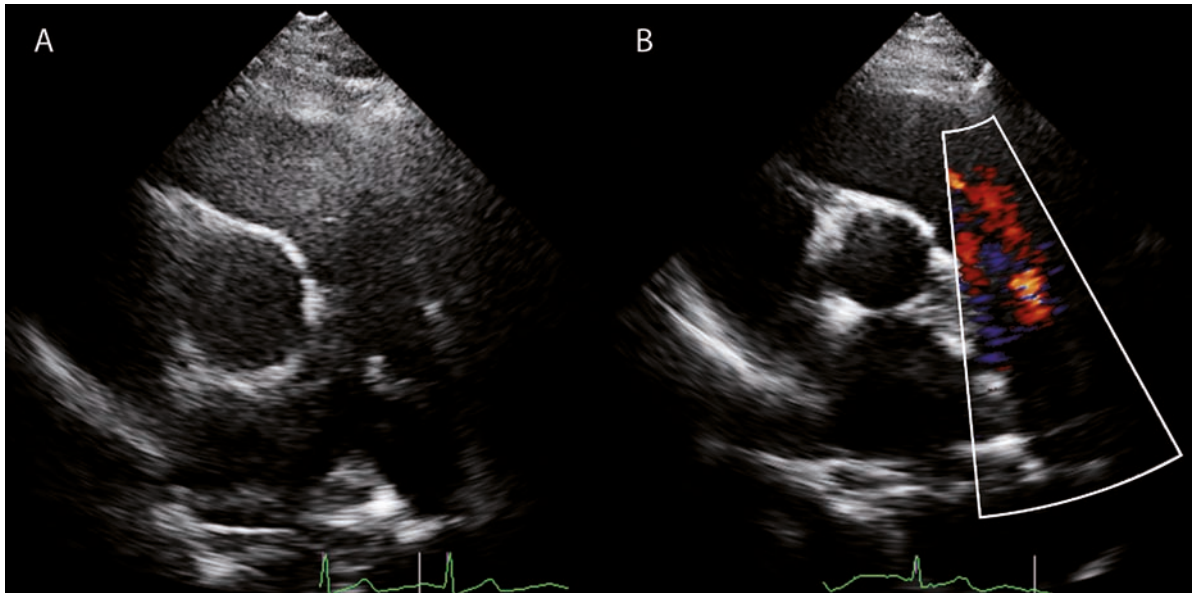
A. Ecocardiograma transtorácico, eje corto a nivel de grandes vasos. Se observa una masa móvil en el extremo pulmonar del ductus. B. El Doppler color muestra que dicha masa se encuentra en el trayecto del jet de alta velocidad, indicativo de DAP.
